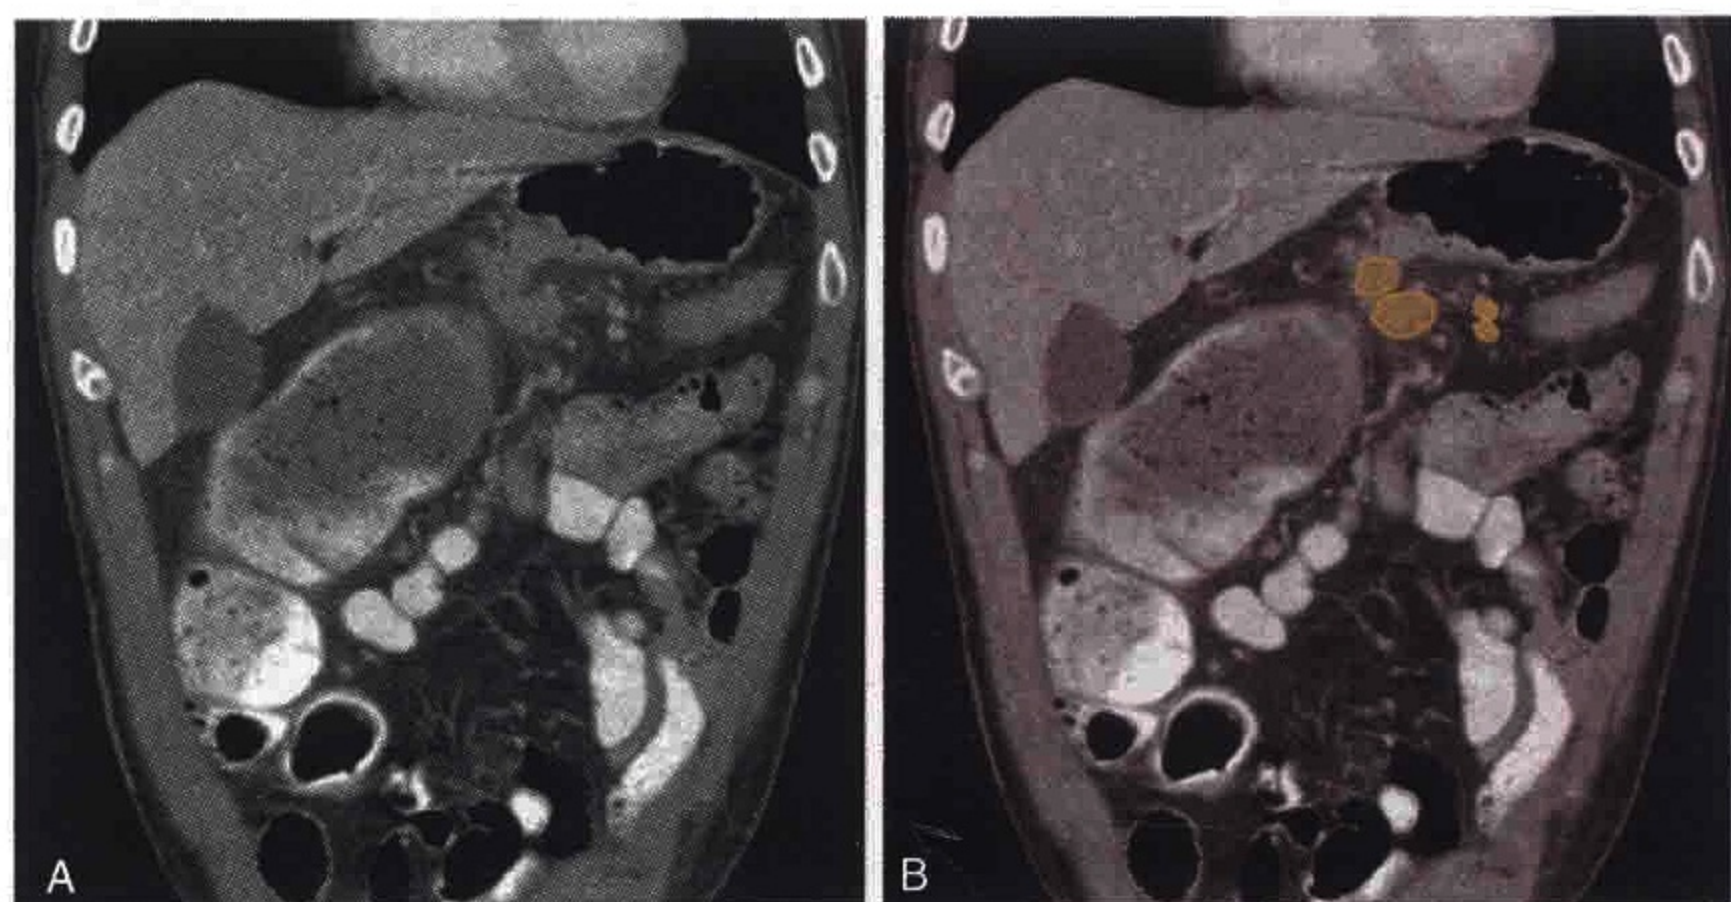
CT 冠状位重组示胃癌患者出现肝胃韧带内明显肿大淋巴结（橘黄色）
